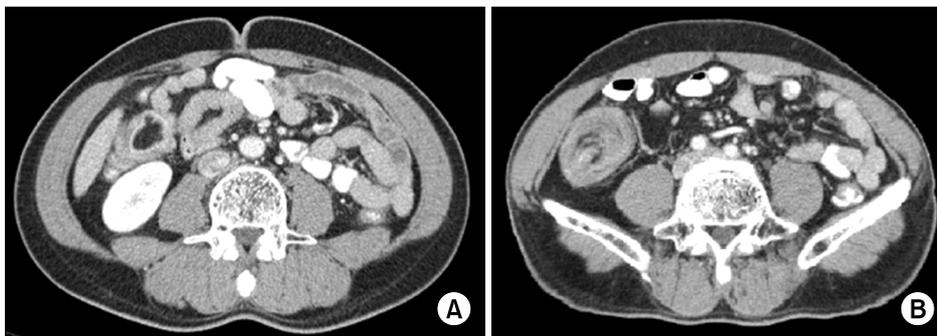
Abdominal computed tomography findings. (A) Well-defined, 3 cm sized low attenuated submucosal mass is identified on the hepatic flexure of ascending colon. (B) A round target-shaped mass is revealed in the right lower quadrant consisting of different densities.
